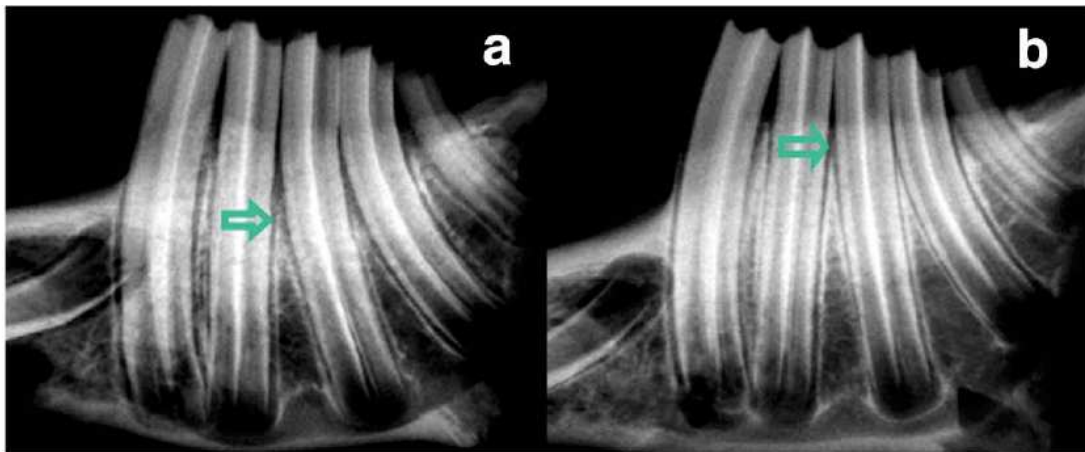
a : Radiographie montrant le niveau d'os crestal (flèche verte) après ligature et infection par *P. gingivalis*.
